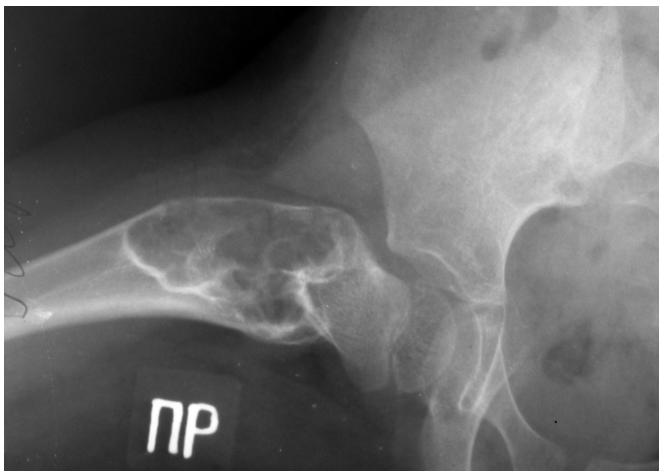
Рентгенограма хворого Г., 3,5 років. Моноосальна, монолокальна форма ФД стегнової кістки. Вогнищева перебудова структури. Збільшення об'єму кістки за рахунок здуття. Стоншення коркового шару
